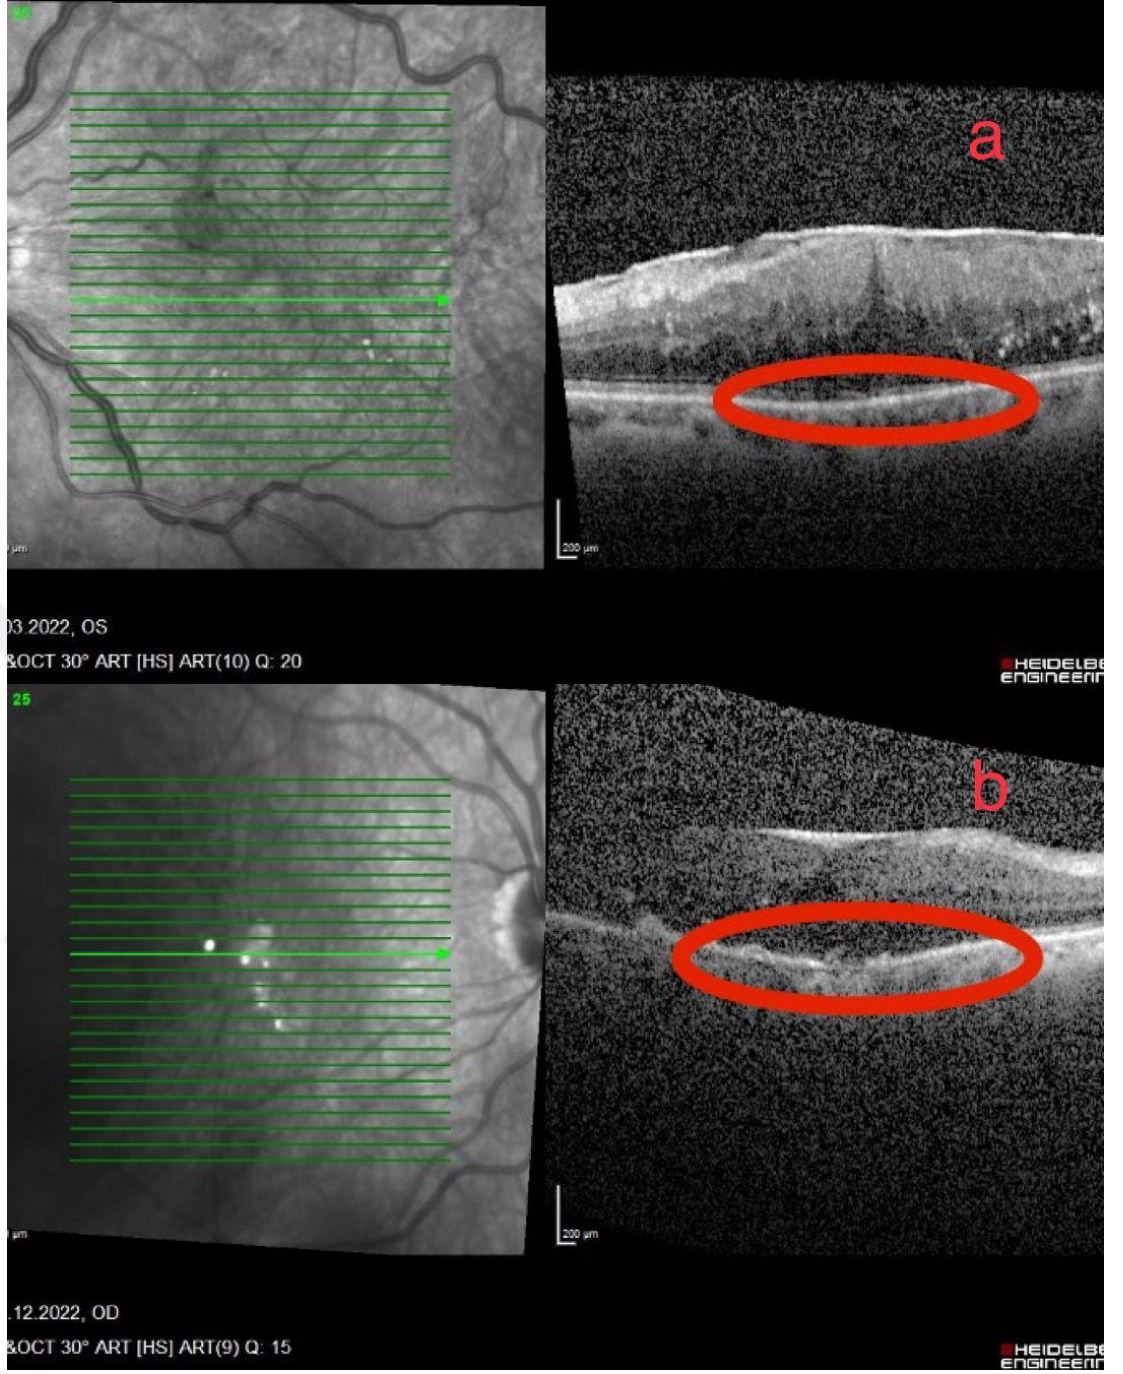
Spektral domain optik koherens tomografide sol göz maküla merkezinden geçen horizontal kesit ve İç retina katmanlarında dezorganizasyon varlığı kırmızı daire içinde bulunan alan (Kayseri Şehir Hastanesi arşivinden)
